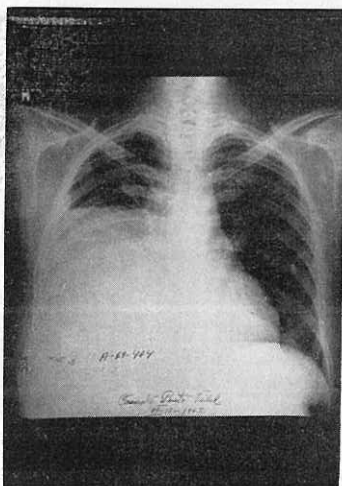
Telerradiografía posteroanterior de tórax. Marcada elevación del hemidiafragma derecho con inmovilidad del mismo a la fluoroscopia, atelectasias laminares y pequeño derrame pleural en seno costodiafragmático derecho por absceso hepático.
